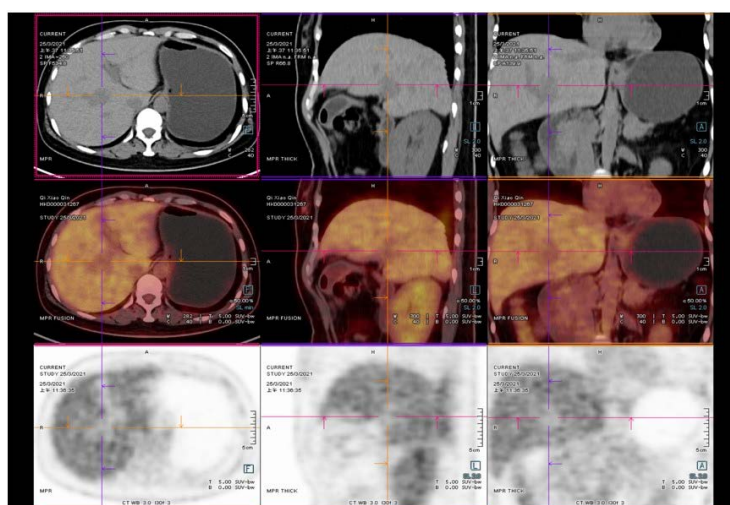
Whole body PET/CT showed that a kind of circular slightly low-density shadow could be seen in the upper segment of the right anterior lobe of the liver, the edge was still clear, and the maximum section was about 28 mm × 22 mm
